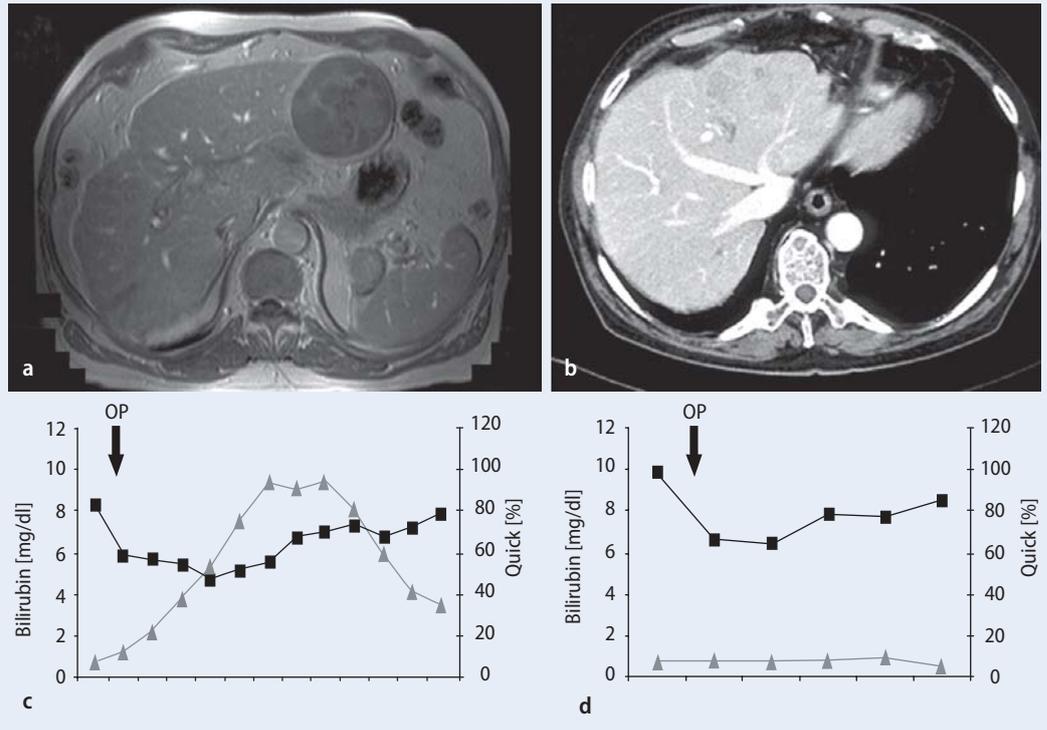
▲ Einfluss der zirrhotischen Grunderkrankung auf den postoperativen Verlauf von Serumbilirubin und Vitamin-K-abhängigen Gerinnungsfaktoren (Quick). a MRT der Leber eines Patienten mit HCC-Befund im linken Leberlappen auf dem Boden einer Child-A-Zirrhose vor Resektion. b CT: HCC in den Segmenten III und IV, keine zirrhotische Grunderkrankung. c, d Darstellung der korrespondierenden Verläufe des postoperativen Serumbilirubins und des Quickwerts
